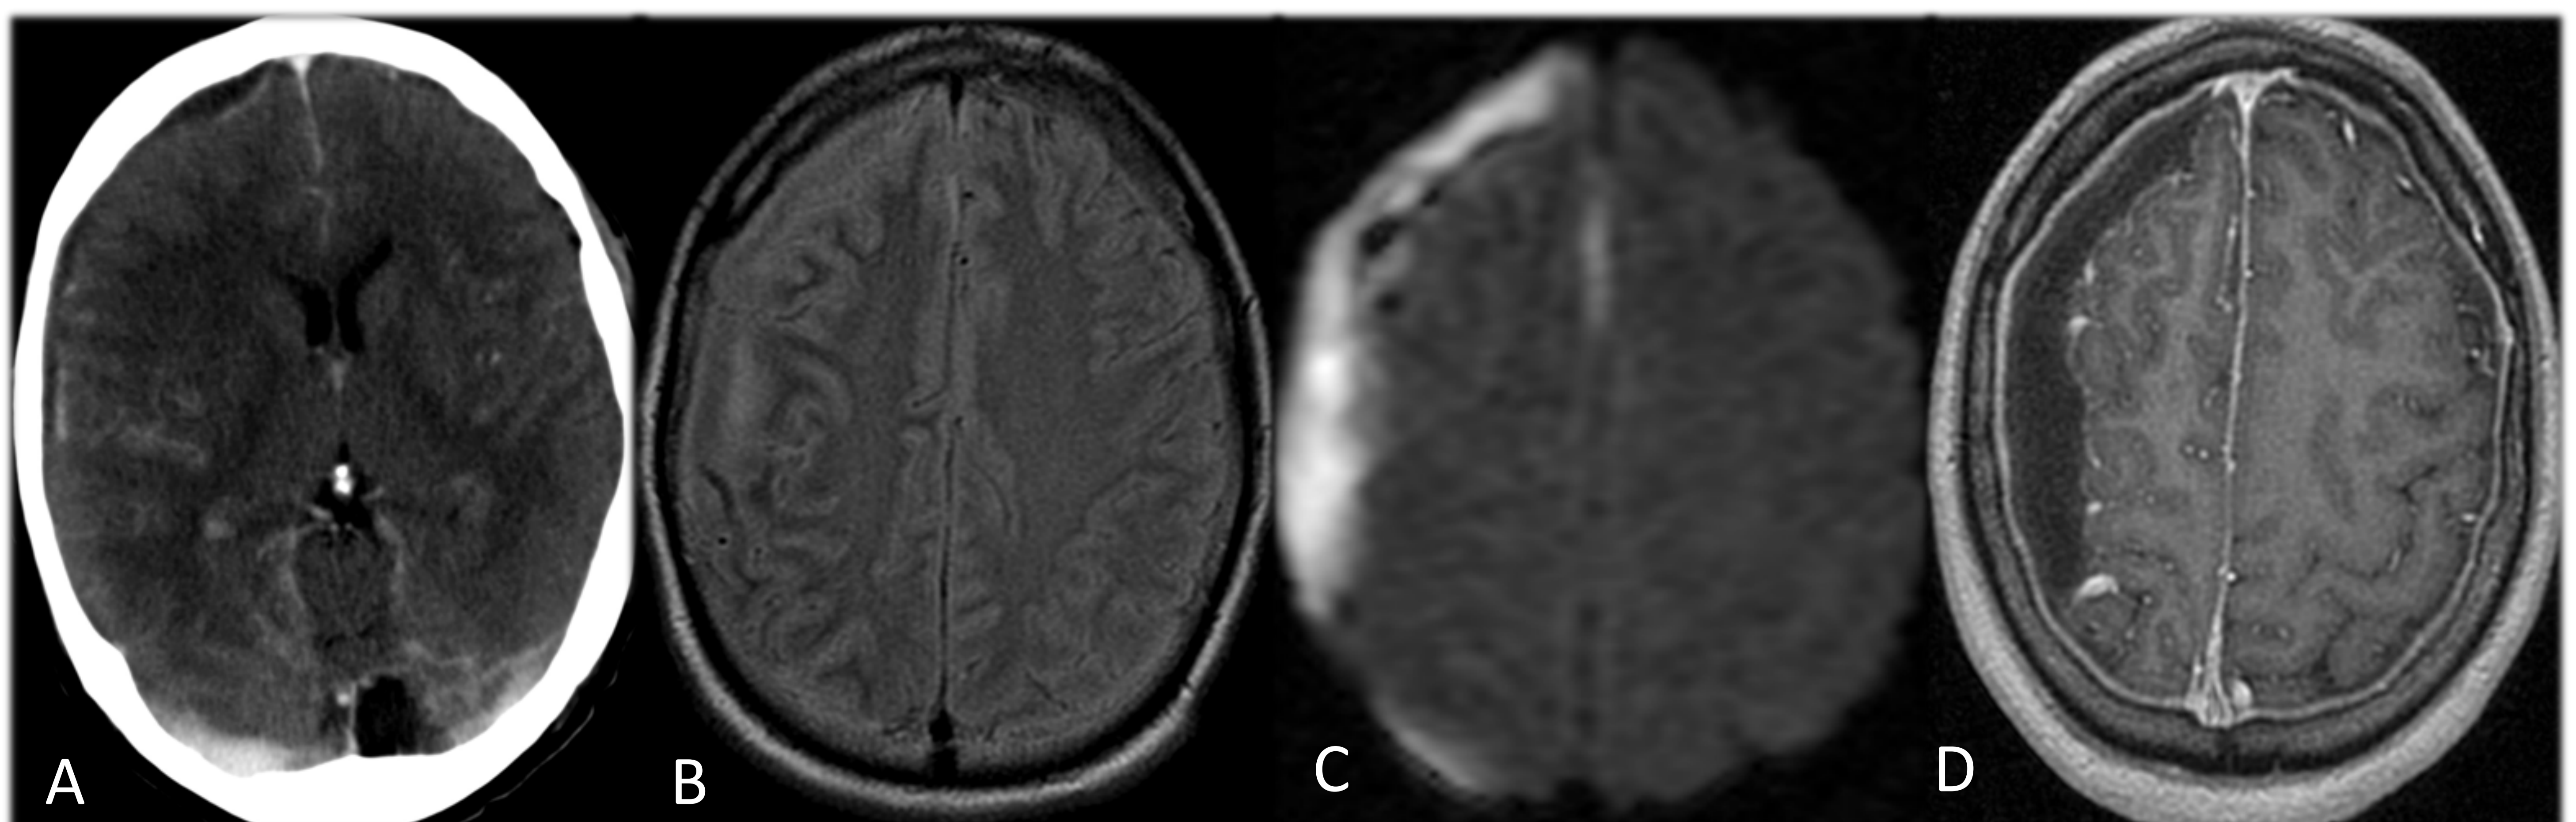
EMPIEMA SUBDURAL FRONTOPARIETAL DERECHO. A: TC con CIV; B: RM FLAIR; C: RM DIFUSIÓN; D: RM T1 CON CIV
